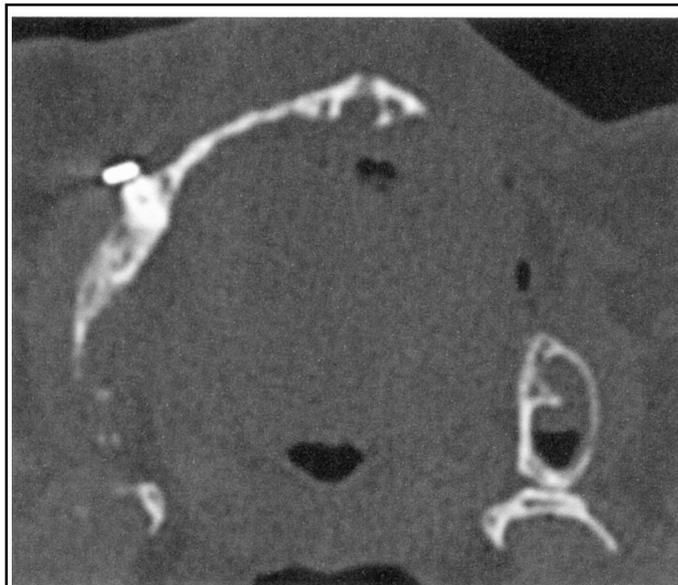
CT-scan montrant une résorption osseuse majeure du maxillaire supérieur dans sa portion antérieure, et une perte osseuse de sa portion gauche, suite à un traumatisme facial subit 6 mois auparavant. Le volume osseux insuffisant rend impossible le port d'une prothèse dentaire et la pose d'implants dentaires.
